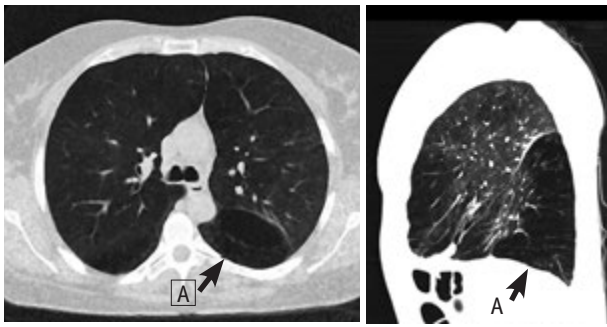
CT scan of patient K. one day after bronchoblocker removal
